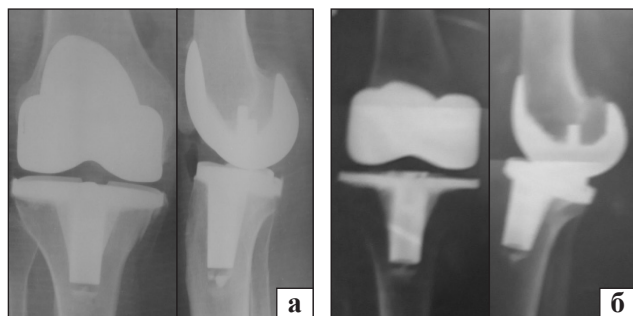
Рентгенограми колінного суглоба пацієнтки Д. після операції: а) 1,5 міс.; б) 1 рік
